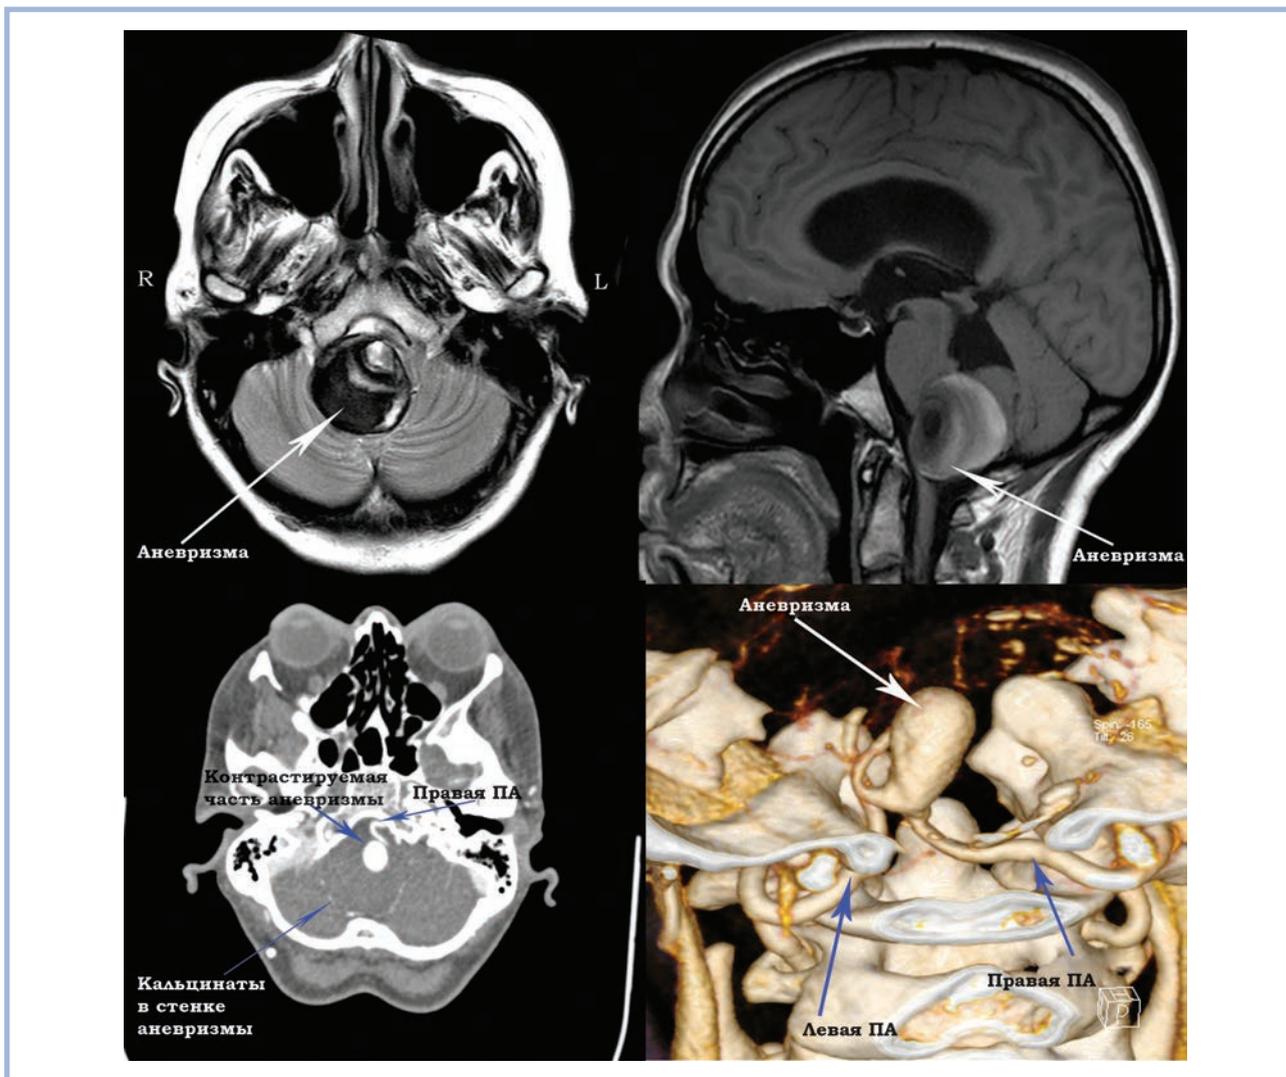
МРТ- и КТ-ангиограммы пациентки Д. с гигантской частично тромбированной аневризмой правой позвоночной артерии.
